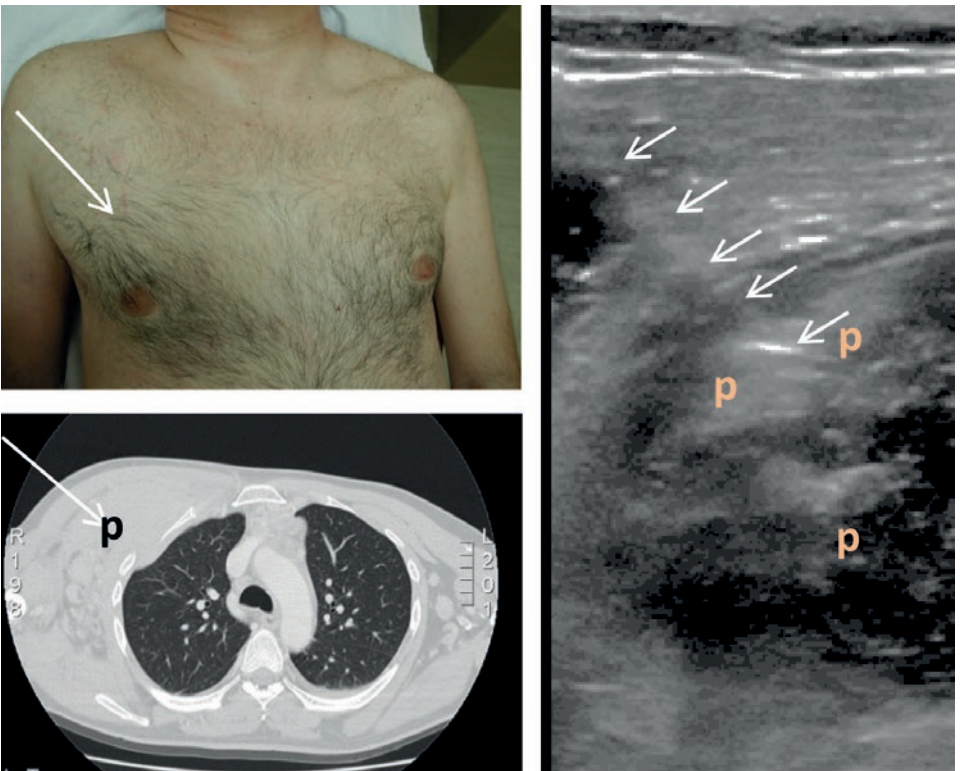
Esempio di sfumata tumefazione della parete toracica già presentata nel precedente articolo sulla ecografia della parete toracica. Solo la biopsia istologica eco-guidata ha potuto dare la diagnosi definitiva. Linfoma con estesa infiltrazione del muscolo piccolo pettorale. In TC si evidenzia solo ispessimento importante del muscolo piccolo pettorale (p) che in ecografia appare meno ecogeno e disomogeneo. Le frecce indicano il percorso dell'ago bioptico.
